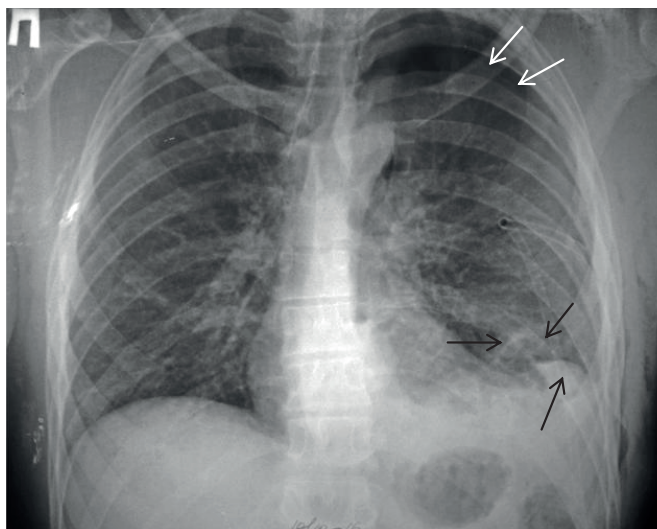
Рентгенограмма больного Р., 26 лет, в первой клинике после дренирования плевральной полости слева во втором межреберье. Белые стрелки указывают на край верхней доли легкого, чёрные — на тени, вызывающие подозрение на повреждение диафрагмы, так как обычный гемоторакс при наличии пневмоторакса должен дать затемнение с чётким горизонтальным уровнем.
